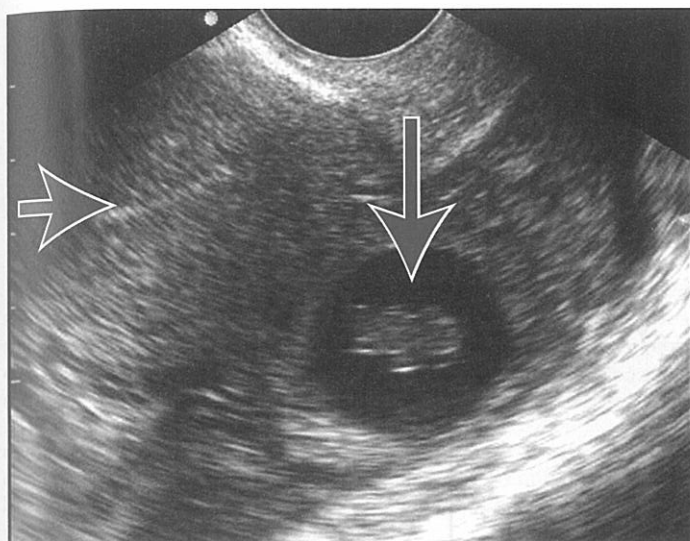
Imagine ecografică într-o sarcină ectopică. Un embrion viu în anexă și uterul gol se evidențiază în sarcina ectopică (ecoul endometrial este vizibil în partea stângă sus a imaginii). Activitatea cardiacă a embrionului a fost prezentă în examinarea în timp real. Imagine transvaginală. *Săgeata orizontală* indică uterul gol (linia uterină), iar *săgeata verticală* indică sarcina ectopică în anexă. [Reprodus cu permisiunea Ma OJ, Mateer JR, Reardon RF, Joing SA: *Ma & Mateer's Emergency Ultrasound*, ediția a III-a. © 2014, McGraw-Hill Inc., New York.]
